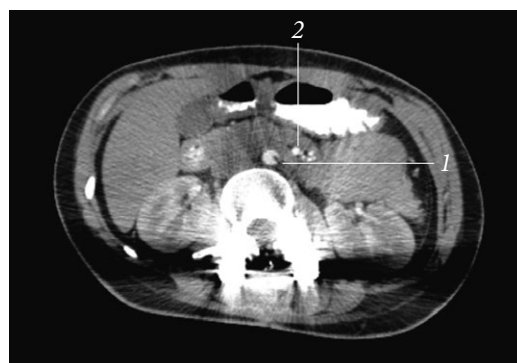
Контрольная компьютерная томография: 1 — аорта; 2 — верхняя брыжеечная артерия
